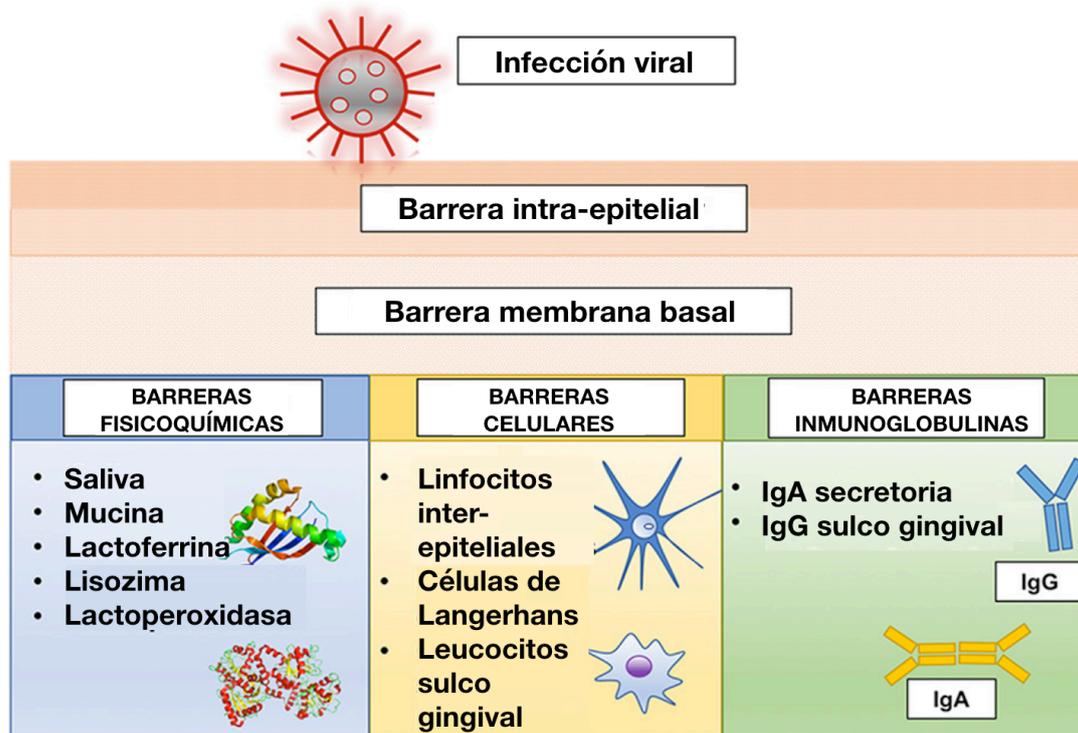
Principales mecanismos de defensa en la cavidad oral. Tomado de La Rosa Giusy RM et al (cita 16).
